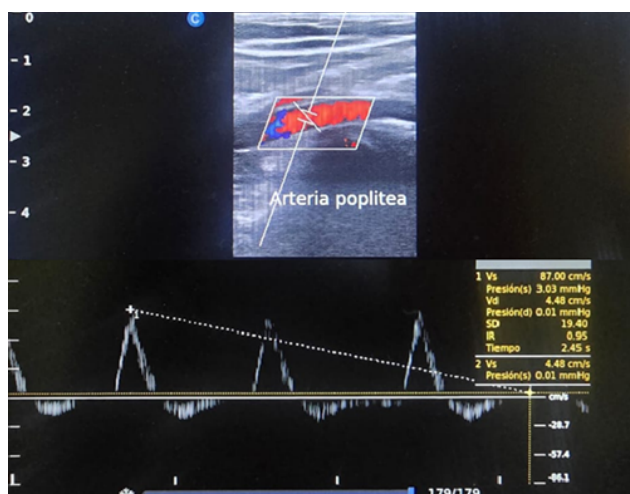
C. Control posquirúrgico de arteria poplítea. Forma de la onda mediante Doppler pulsado.
